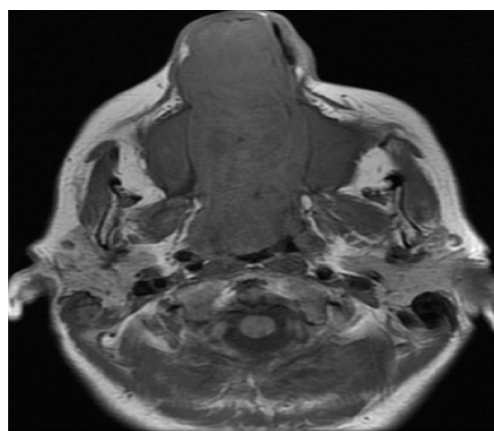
RMN de MCF. Secuencia T1 serie sin contraste endovenoso. Corte axial. La lesión se proyecta desde orificio nasal hasta Cavum y coanas.
